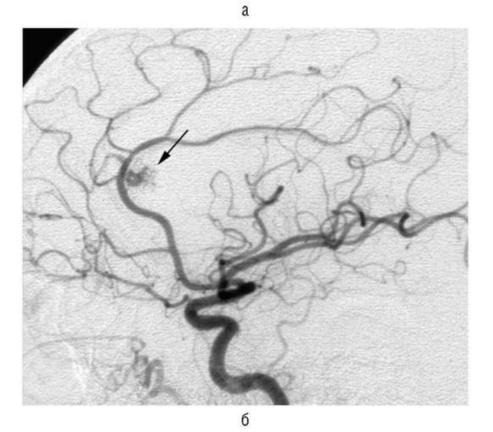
Внутримозговая гематома необычной формы при разрыве артериовенозной мальформации колена мозолистого тела: а - при компьютерной томографии видна гематома в проекции передних отделов мозолистого тела и глубинных отделов лобной доли, охватывающая передний рог бокового желудочка; б - при ангиографии (боковая проекция) заполняется небольшая артериовенозная мальформация в проекции колена мозолистого тела (указана стрелкой)
